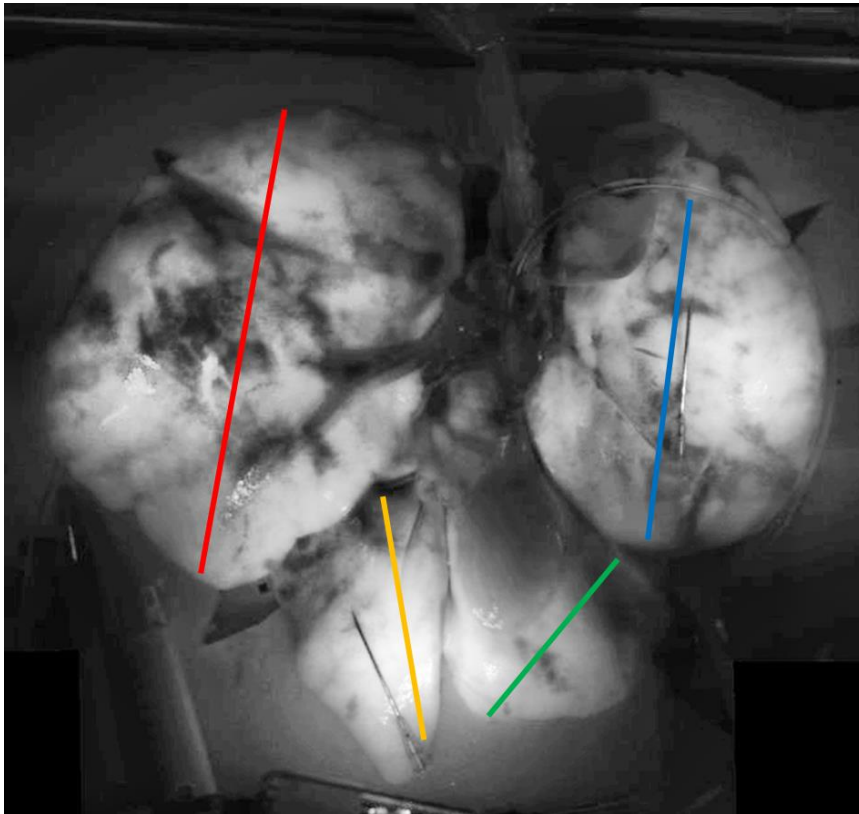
ICG fluorescence during IRM after SNMP with WIT 30 min
